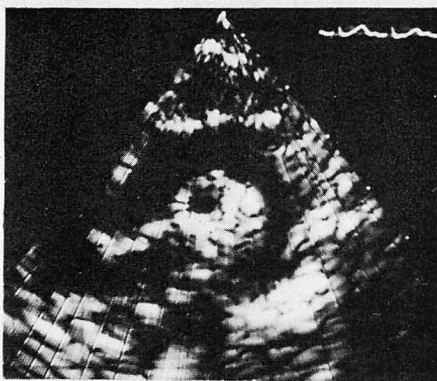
Long axis two-dimensional echocardiogram of the aortic arch in an infant without heart disease (S.H., 6 m, male).
